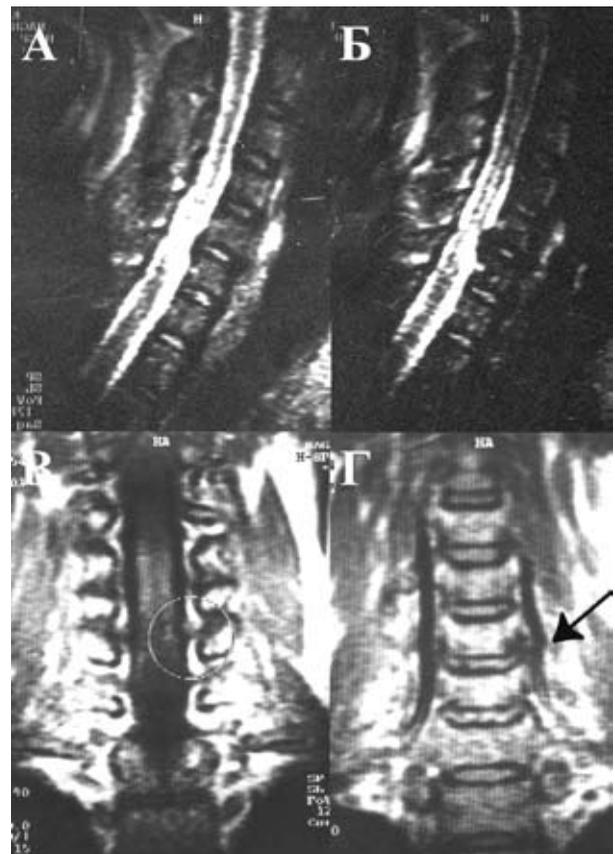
МРТ хворого з грижею  $C_V-C_{VI}$
